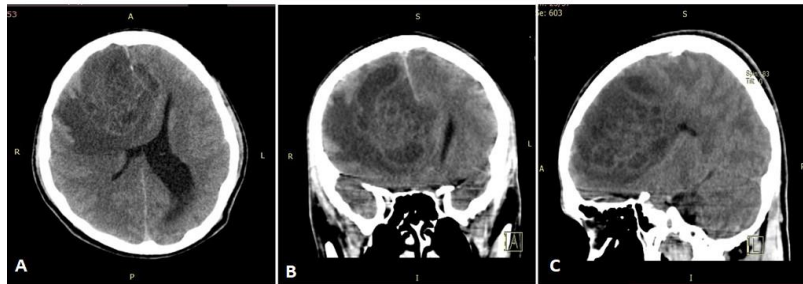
Tomografía de cráneo simple antes de la operación: vistas axial (A), coronal (B) y sagital (C)
